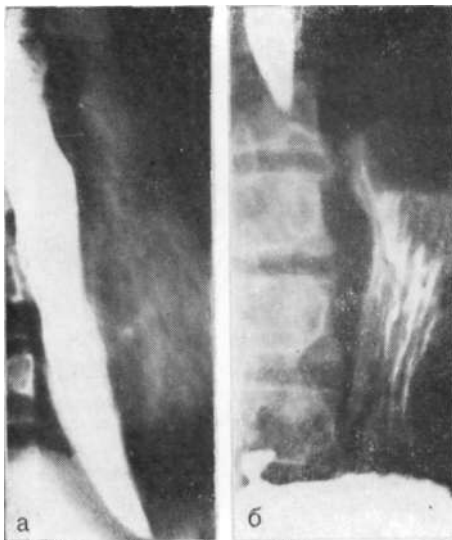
Рентгенограмма. Ахалазия кардии II стадии.
